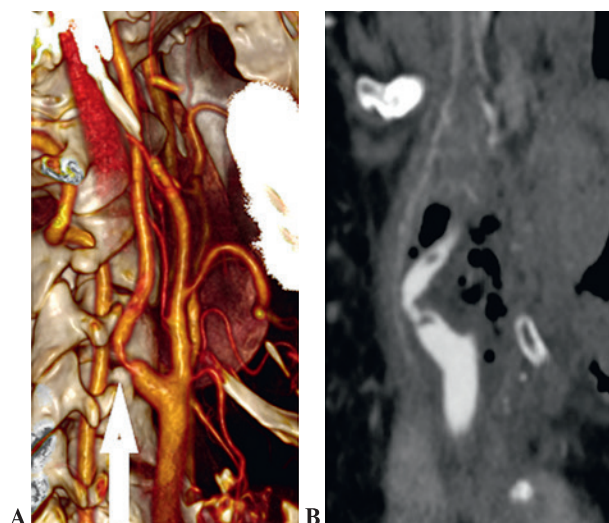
СКТ-ангиографическая картина диссекции правой ВСА после удаления хемодектомы
